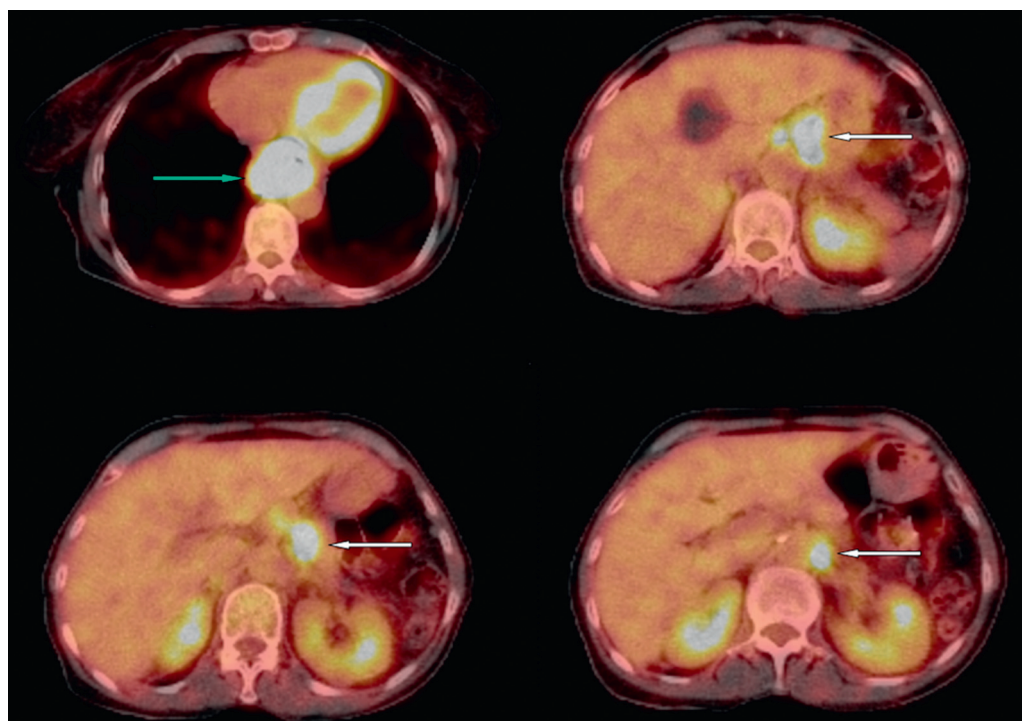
Cuatro cortes en axial identificando el engrosamiento hipermetabólico circunferencial del esófago (flecha verde) con oclusión de la luz del mismo y SUV:14, así como los conglomerados ganglionares perigástricos, epiplón gastrohepático, eje celiaco y retroperitoneo a nivel paraaórtico con SUV:9.0 (flechas blancas).
